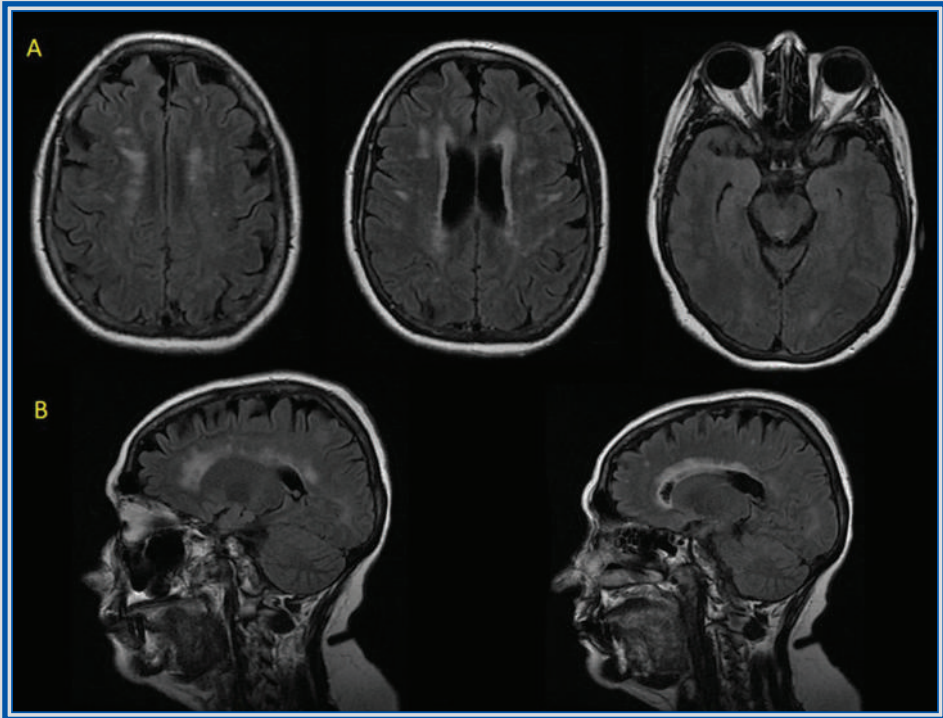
Capítulo 24. IRM de cerebro en cortes axiales y sagitales potenciados en T2 FLAIR, en la que se identifican lesiones hiperintensas y confluentes a nivel periventricular y con lesiones subcorticales inespecíficas (A). En el cuerpo calloso la afectación presenta un patrón periependimario (B).
